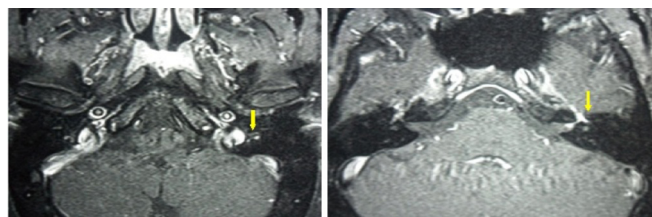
IRM de l'angle ponto cérébelleux montrant une prise de contraste du nerf facial gauche (Nevrite).
